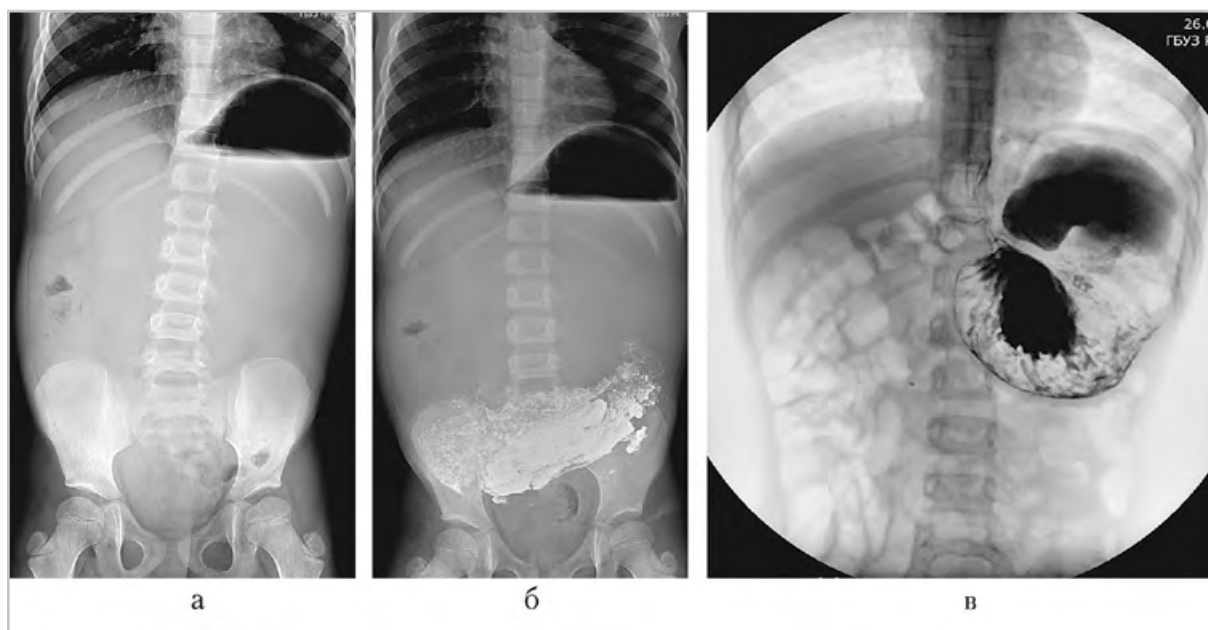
Рентгенограммы, сделанные за 6–12 мес до настоящей госпитализации: *а* — обзорная рентгенография; *б* — рентгеноконтрастное исследование: задержка эвакуации контрастного препарата из желудка; *в* — рентгеноконтрастное исследование, выявляющее атипичное взаиморасположение привратника и желудочно-пищеводного перехода
